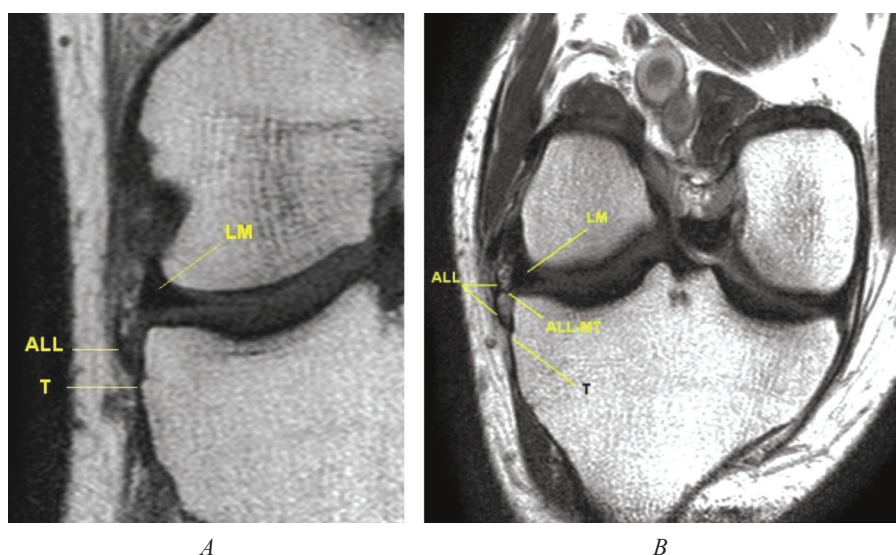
Coronal (A) and oblique coronal (B) section of a healthy knee joint according to the direction of the ACL fibers with visualization of ALL (MRI scanner 1.5 Tesla). T – tibia, the rest designations are as in Fig. 1
